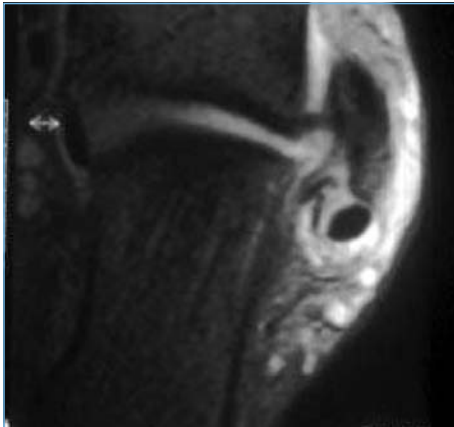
Fissuration longitudinale du tendon court fibulaire. Coupe axiale transverse en IRM pondérée T2 après suppression du signal de la graisse. Les 2 fragments du tendon court fibulaire sont séparés, en arrière de la malléole externe, par une fissuration longitudinale. Le tendon long fibulaire est normal.
